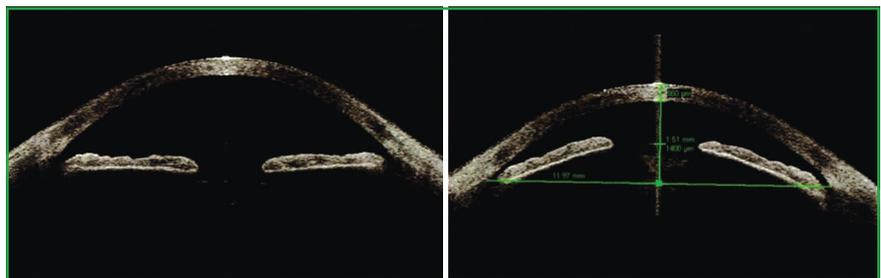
Échographie UBM d'un patient opéré de phacoexérèse à gauche et encore phaque sur l'autre œil à droite. La flèche cristallinienne est majeure : 1 400 µm.
